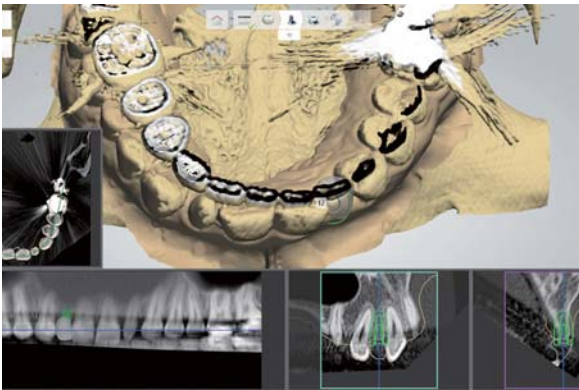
CT と口腔内スキャンをマッチングさせ、インプラント埋入をプランニングする。
